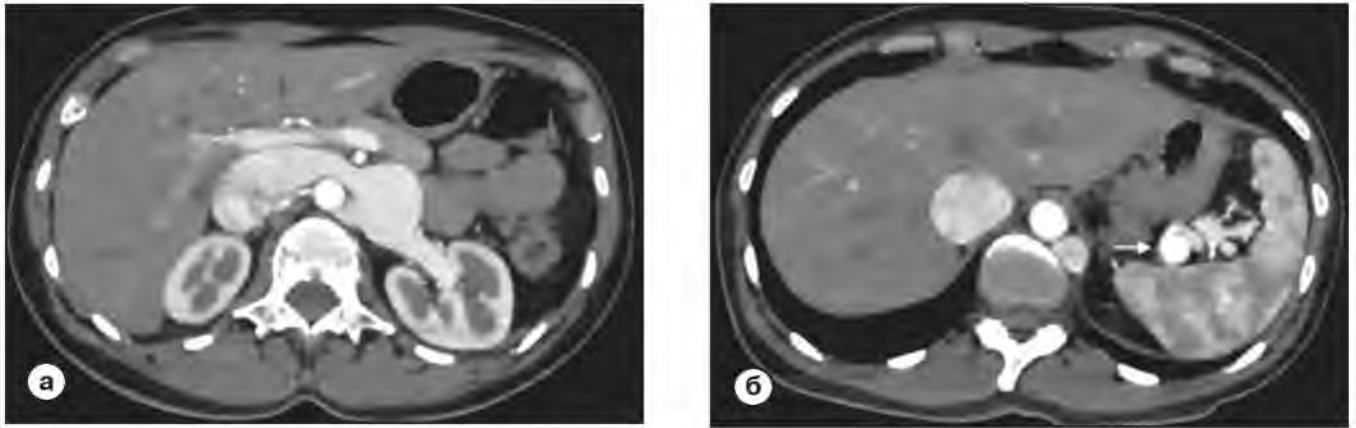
Компьютерная томография, артериальная фаза, аксиальная проекция.
